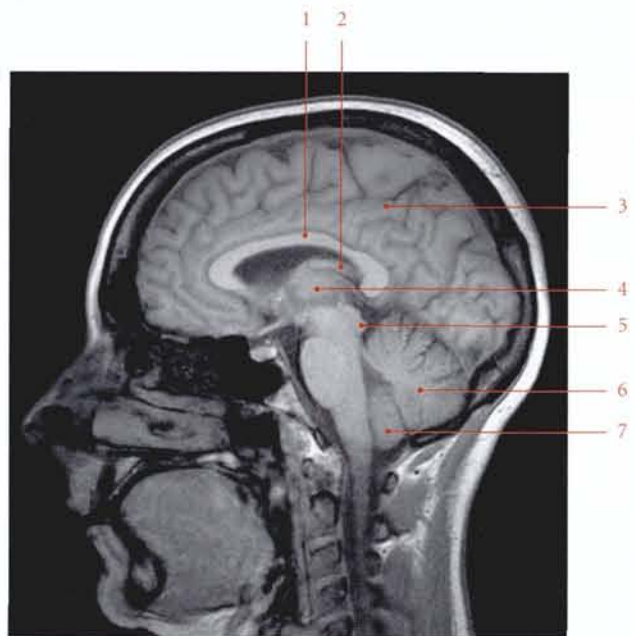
Coupe IRM sagittale de la tête (cliché Dr Th. Diesce)
